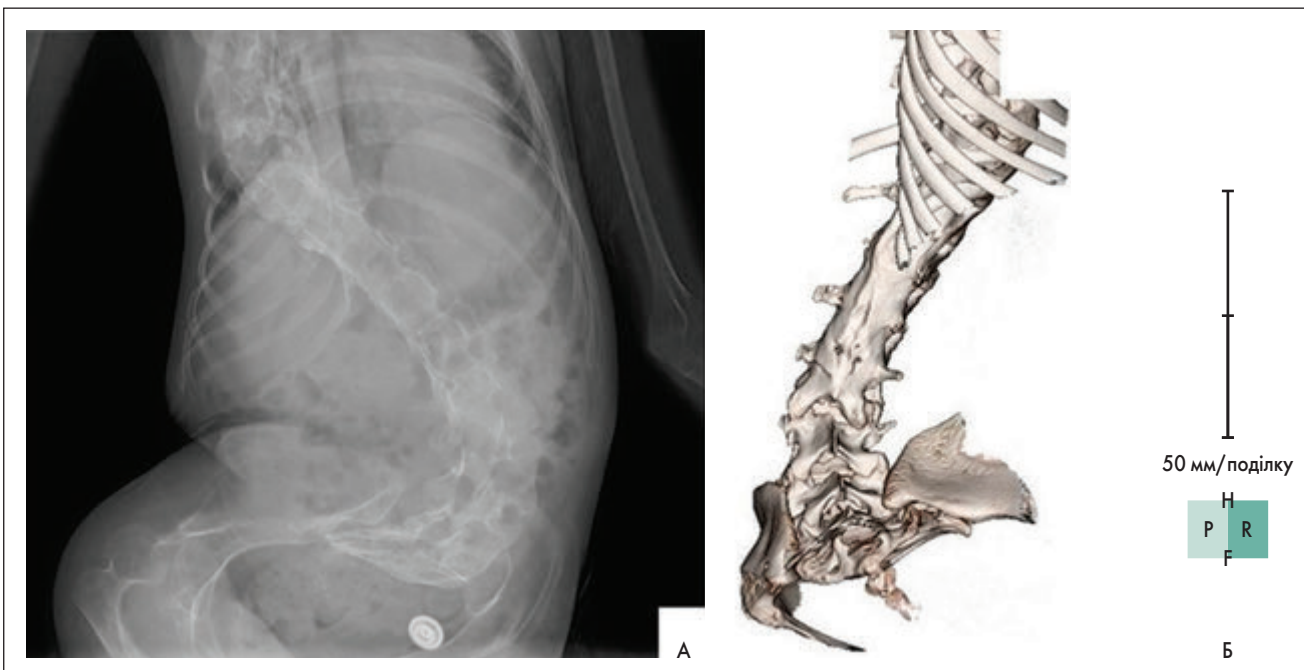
А – передньозадній рентгеновський знімок хребців у одній проекції; Б – тривимірний реконструйований КТ-знімок; на виді ззаду показано ротацію хребців та зрощення заднього сегмента
